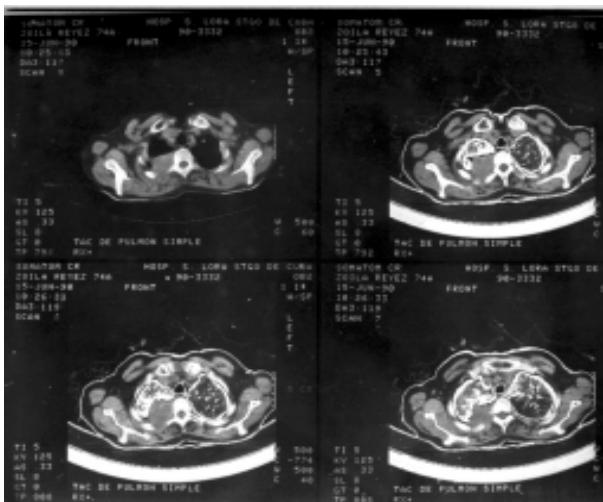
TAC de pulmón simple. Masa tumoral hiperdensa del vértice derecho paravertebral con el aspecto de un tumor de Pancoast.
